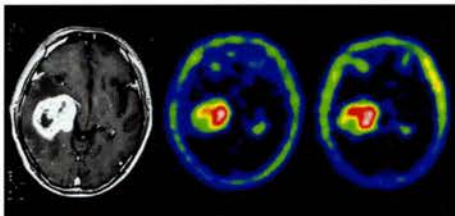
右側頭葉Gliosarcoma。MR T1強調像で右側頭葉にGdで著明に増強される腫瘍が認められる(左)。 ^{99m}Tc -MIBI SPECTにて早期像(中)、後期像(右)ともに強集積がありP糖蛋白発現陰性のパターンである。
